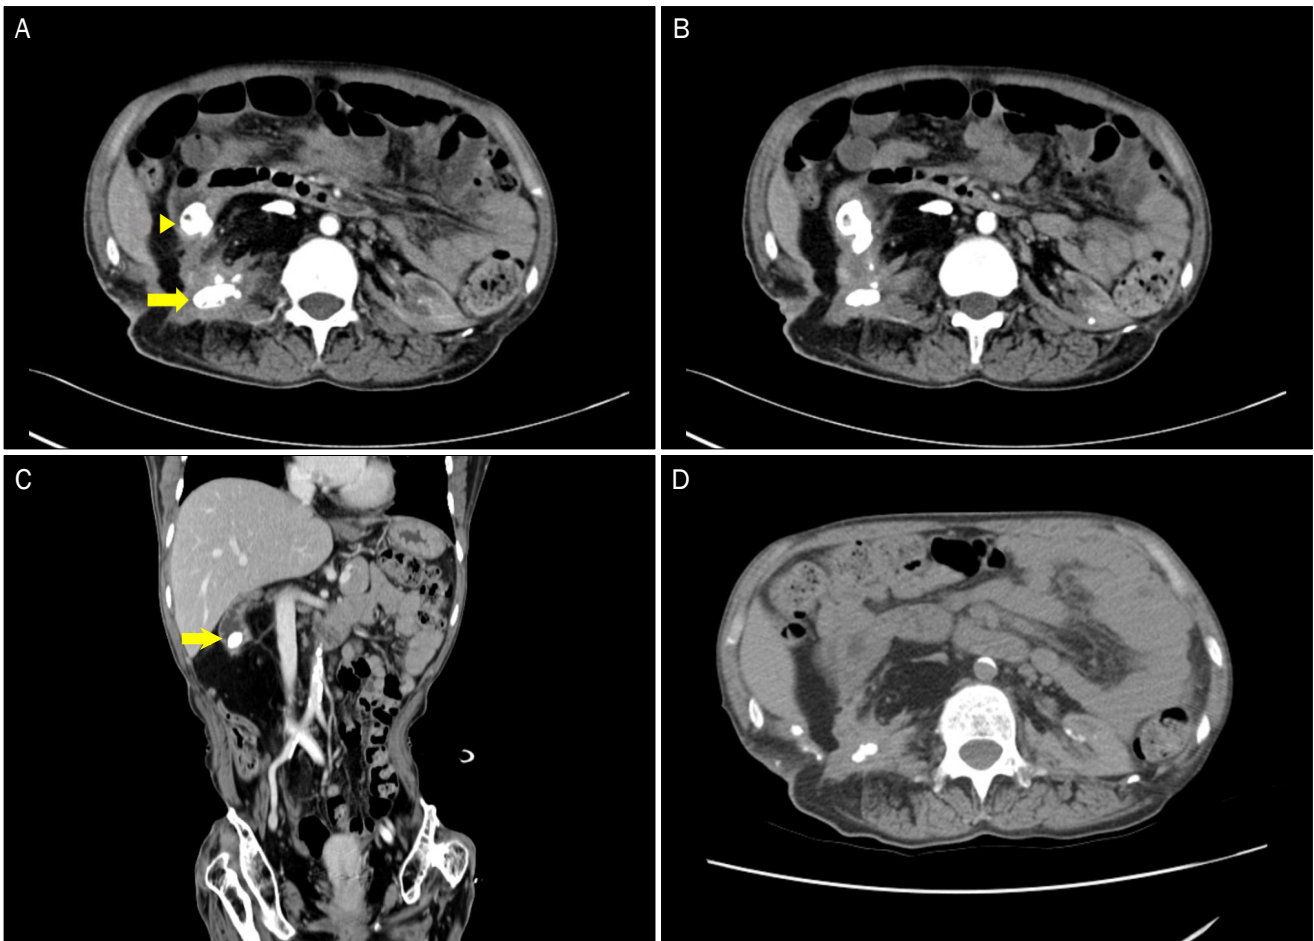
Abdominal computed tomography. (A) In the right kidney, parenchymal calcification and staghorn calculi (arrow) are observed. The fragments of calculi invade into the duodenum (arrowhead). (B) There was a fistula between the second part of the duodenum and the right kidney. (C) On a coronal view, the fragments of calculi invading into the duodenum are clearly seen (arrow). (D) Follow-up computed tomography 4 years later reveals an improvement of calculi invasion of the duodenum.
